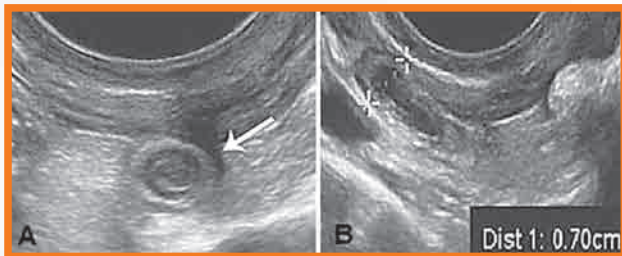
Imágenes de ultrasonido transvaginal con orientación del transductor hacia fosa iliaca derecha: (A) Corte transversal del apéndice. (B) Apéndice alargada que mide 0.7 cm de longitud.
